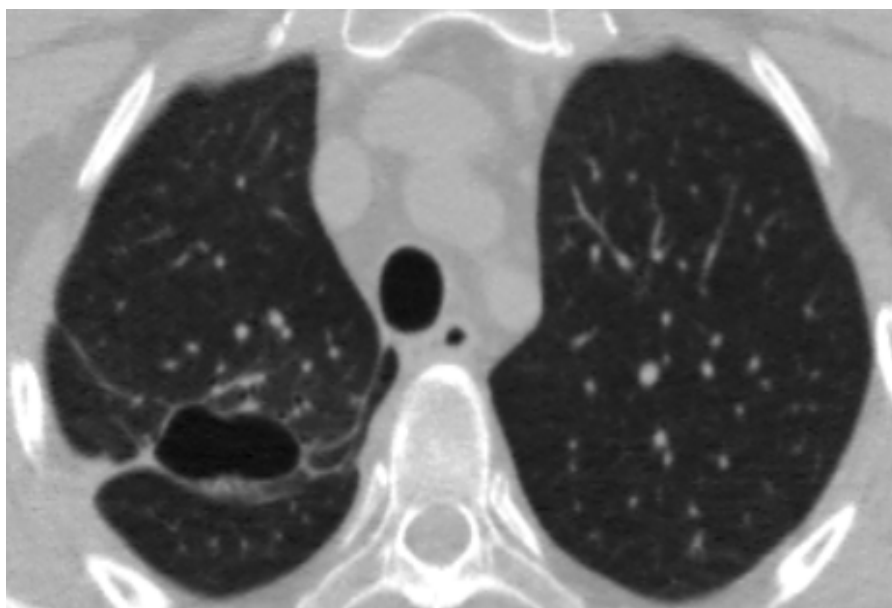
МСКТ органов грудной клетки от 09.10.2018. В S₁ S₂ правого легкого тонкостенная полость без содержимого размерами 32×40×21 мм, вокруг полости участки пневмофиброза с кальцинатами и деформированными мелкими бронхами
